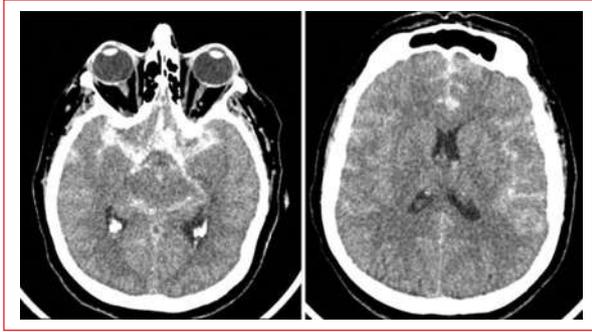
Tomografía computarizada de cráneo en corte axial, al ingreso hospitalario, en la que se observan hemorragia subaracnoidea Fisher IV y edema cerebral.
